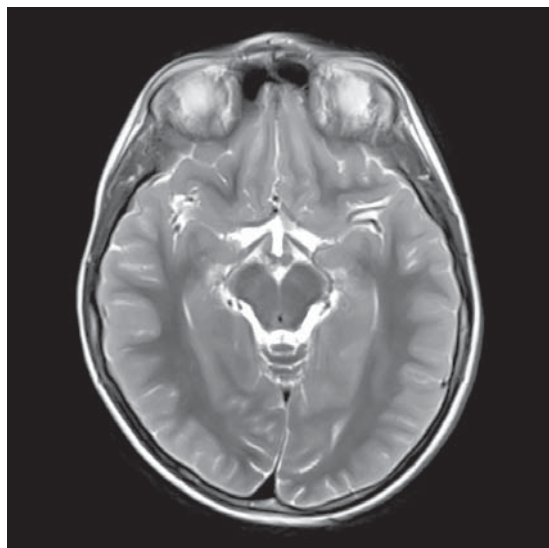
IRM T2WI postoperatoriu în plan axial prezintă defect cicatricial în regiunea corpului mamarilor drepte
